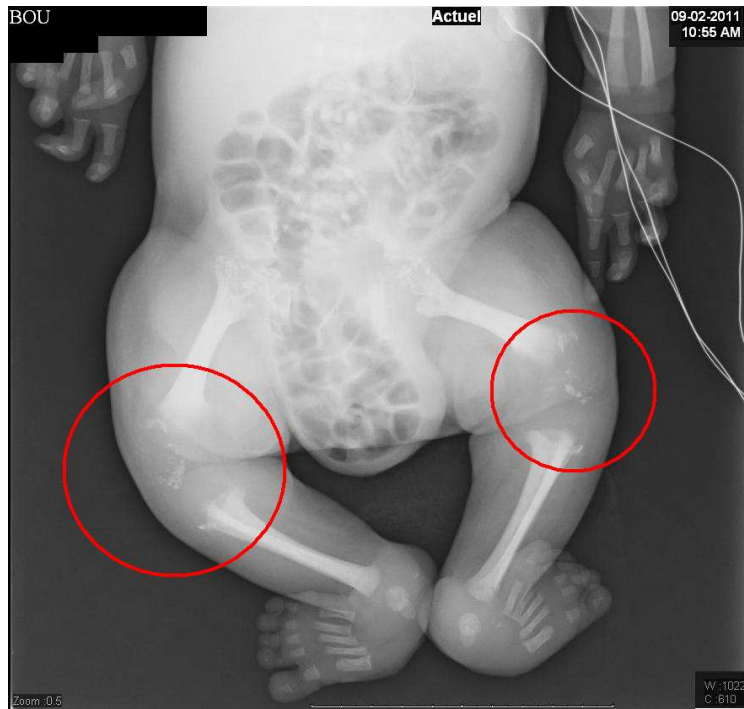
Radiographie à la naissance du patient BOU, partie inférieure du corps. Hernie inguinal, pieds piolets, calcifications épiphysaires et atteinte de la ceinture pelvienne.
